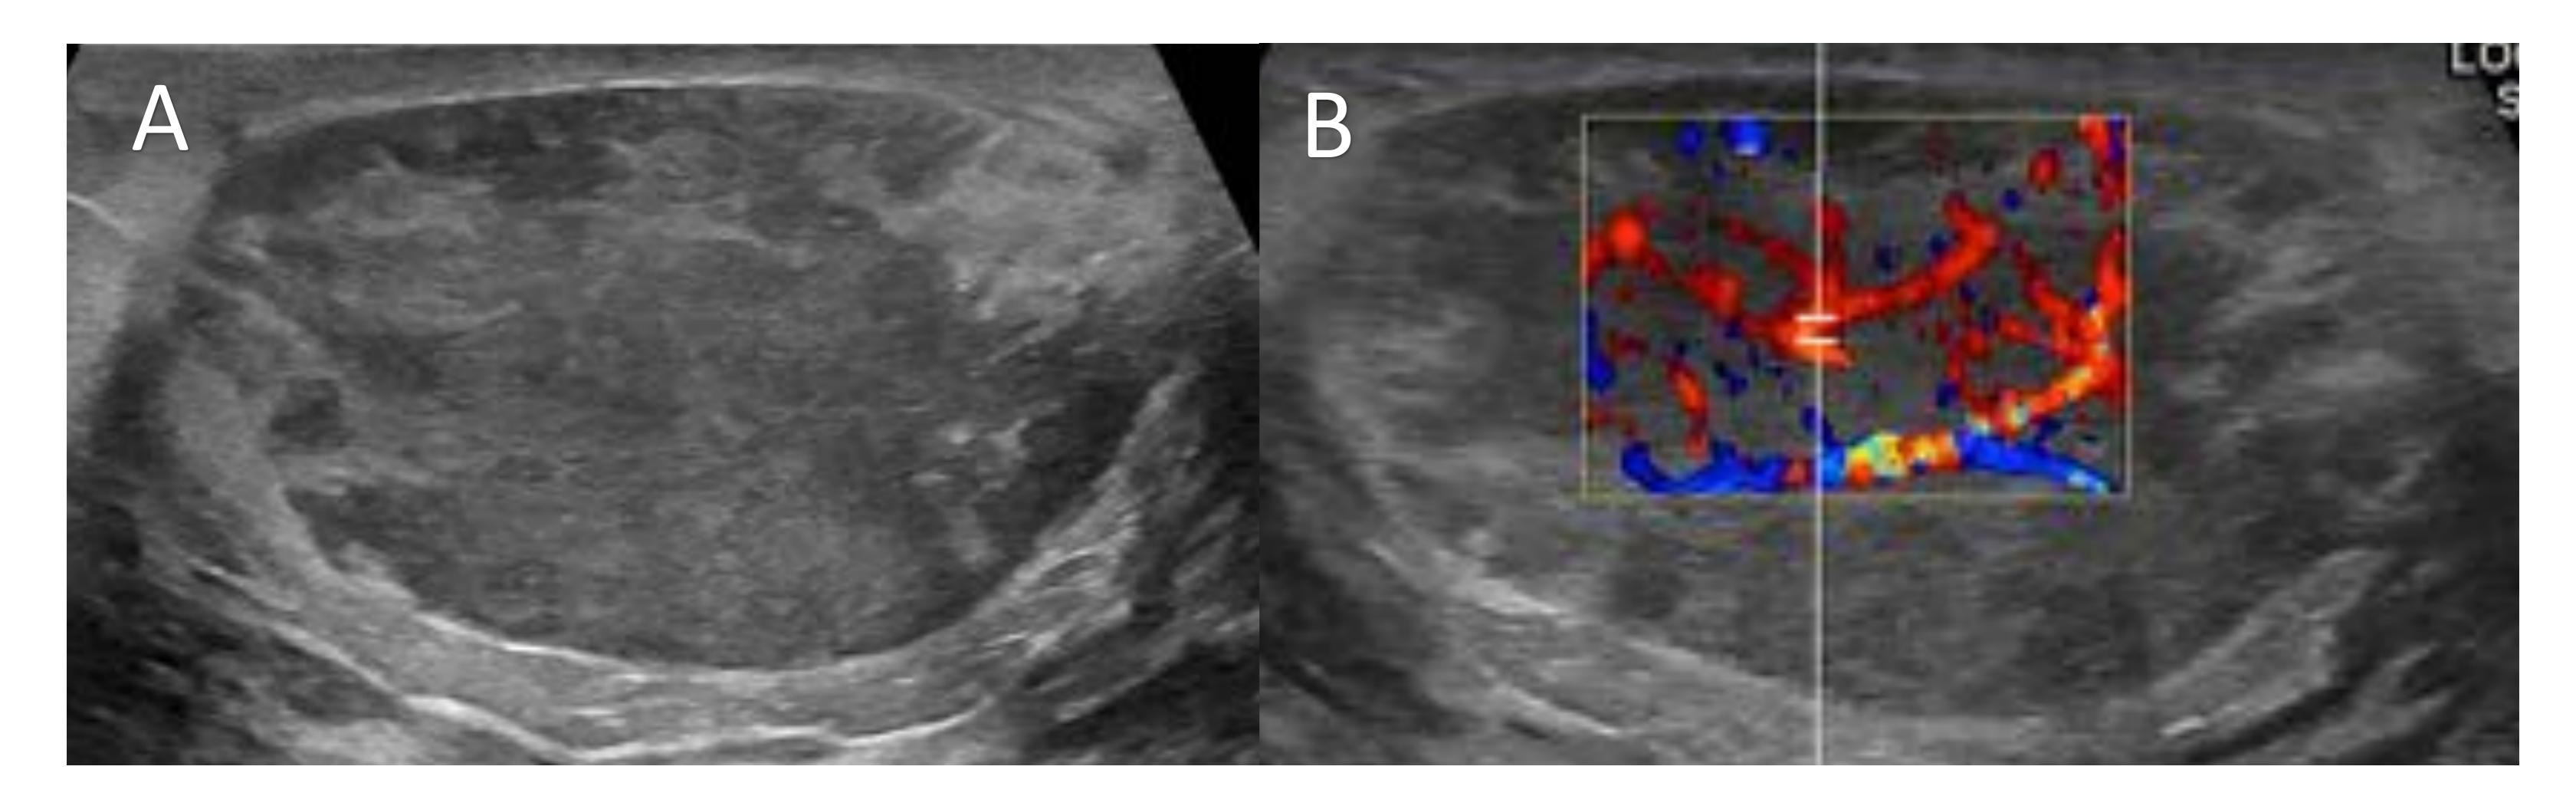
Adenoma. A y B) Ecografía mamaria en la que se observa un nódulo sólido, hipoecogénico con algunas bandas ecogénicas en su interior y de márgenes circunscritos. Además presenta flujo en estudio Doppler color.
